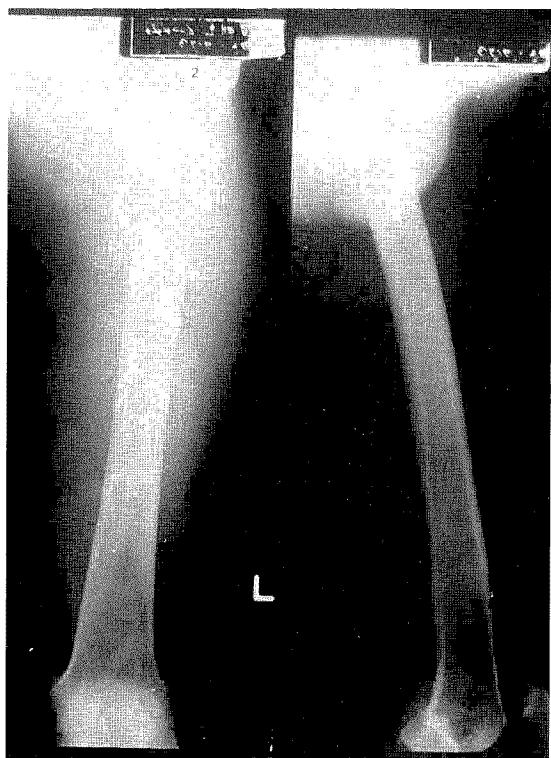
Plain X-ray of left femur shows benign looking lesion with some calcification.
